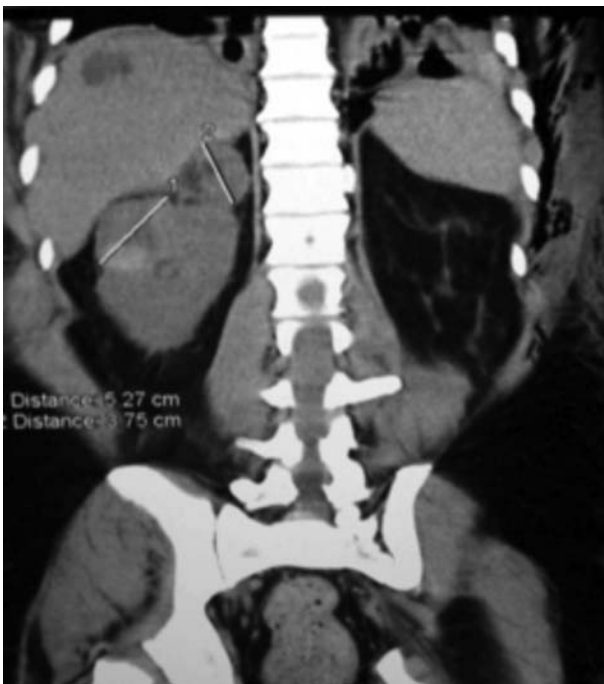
TC de abdomen que muestra la lesión tumoral en el riñón derecho y suprarrenal del mismo lado.
